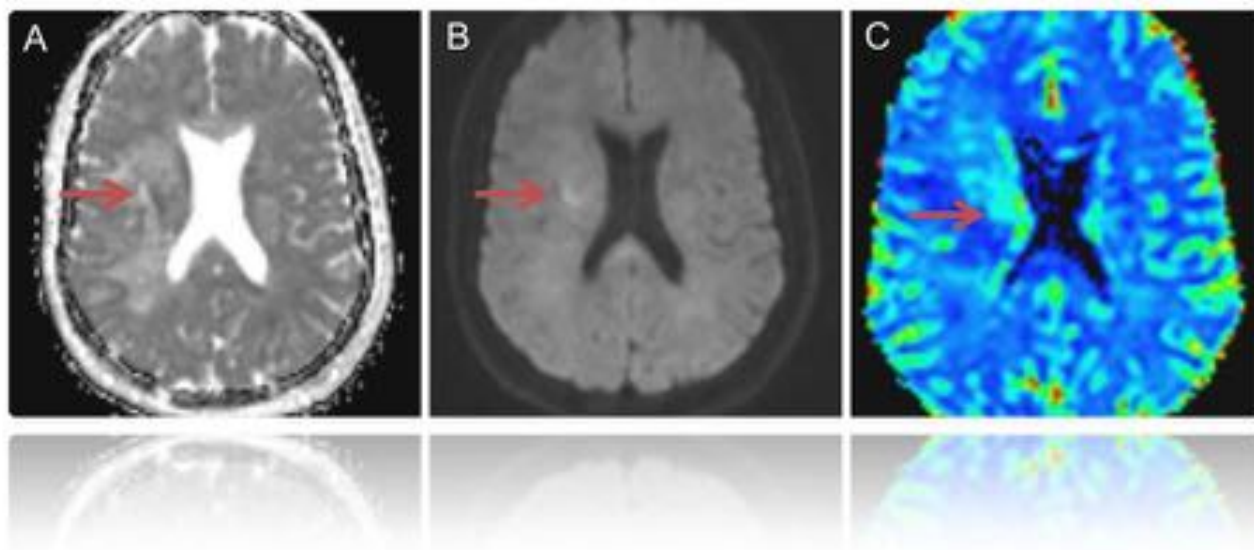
RM cerebral en planos axiales. Secuencia de difusión (A) que muestra un aumento de la señal en el hemisferio cerebral derecho (flecha roja), con un mapa ADC (B) que muestra una pérdida de señal de la lesión (flecha roja), demostrando una restricción en la difusión. En la secuencia de perfusión (C) se observa una relación de volumen sanguíneo cerebral regional elevada (flecha roja).
